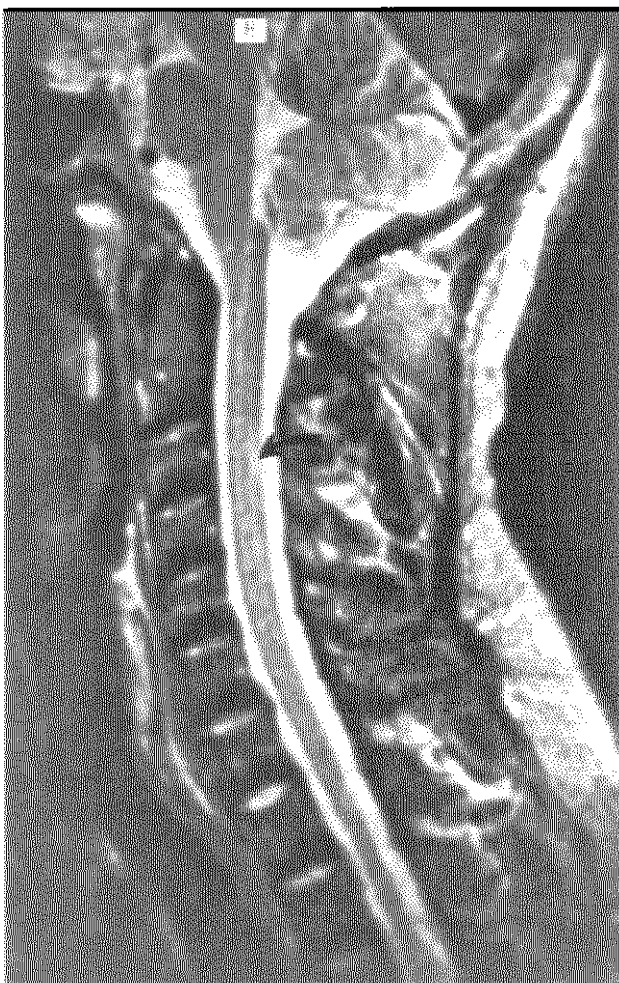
Homme, 44 ans, accident de décompression médullaire.IRM cervicale en coupe sagittale, (2500/90/1-TRJTE/excitations). Lésion intense dans les cordons postérieurs de la moelle en C3 (flèche), d'origine ischémique
